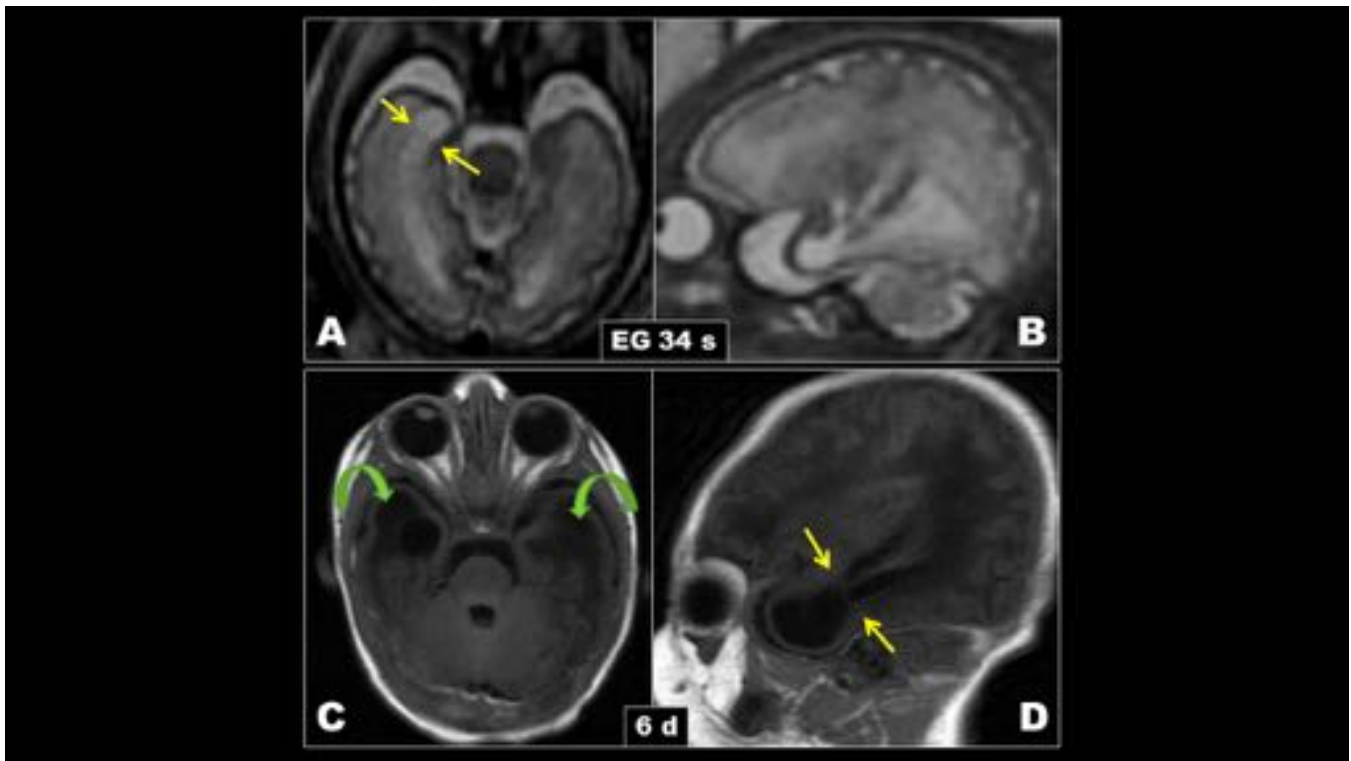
Mismo paciente que en Fig. 4, feto de 34 sEG. HASTE (A) axial y (B) sagital. C) D) RM realizada a los 6 días de vida, T1 (C) axial y (D) sagital. Se observa un septo (flechas amarillas) que separa el quiste del asta temporal. Hipointensidad en T1 de la sustancia blanca de ambos polos
